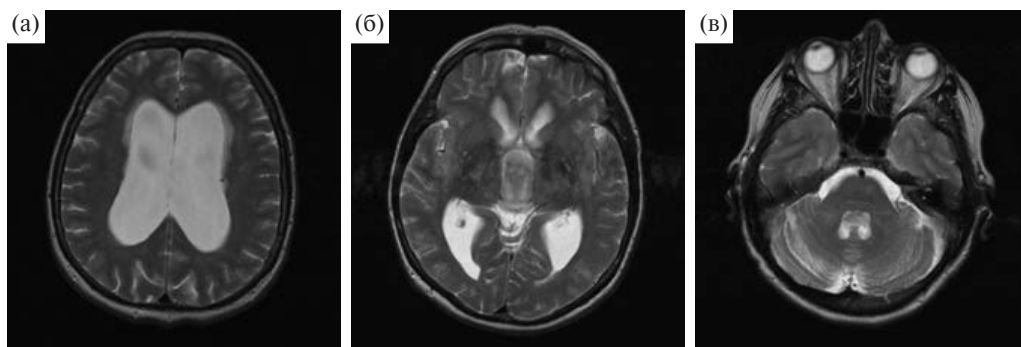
МРТ головного мозга у пациентки с нормотензивной гидроцефалией. Расширенная желудочковая система. а – боковые желудочки. б – III желудочек. в – IV желудочек.
